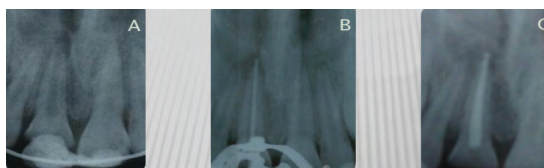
Tratamento endodôntico do paciente. A: aspecto radiográfico inicial com lesão periapical; B: prova do cone; C: radiografia final da obturação do dente 11.
